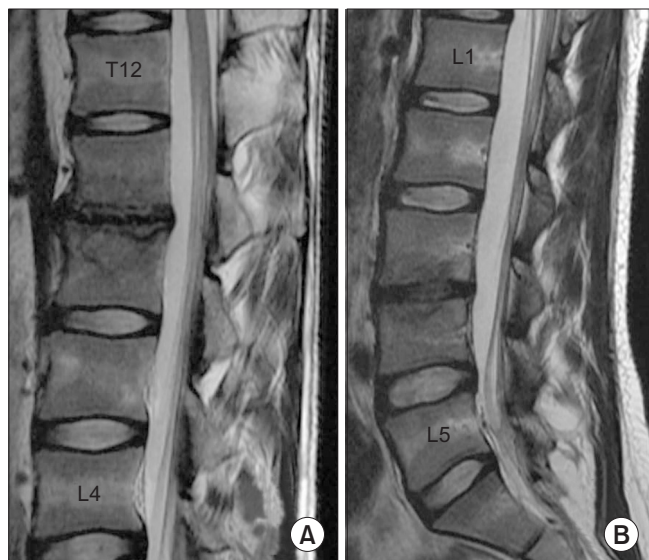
Follow-up sagittal T2-weighted image magnetic resonance imaging demonstrate complete resolution of the intravertebral and interspace abscess without a spinal deformity in the 27-year-old male patient (A) and in the 24-year-old female patient (B).
